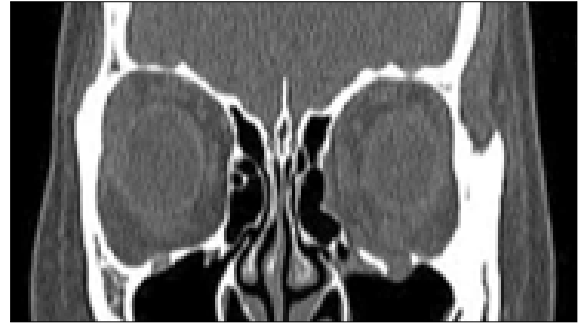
Coronal CT after surgery.
